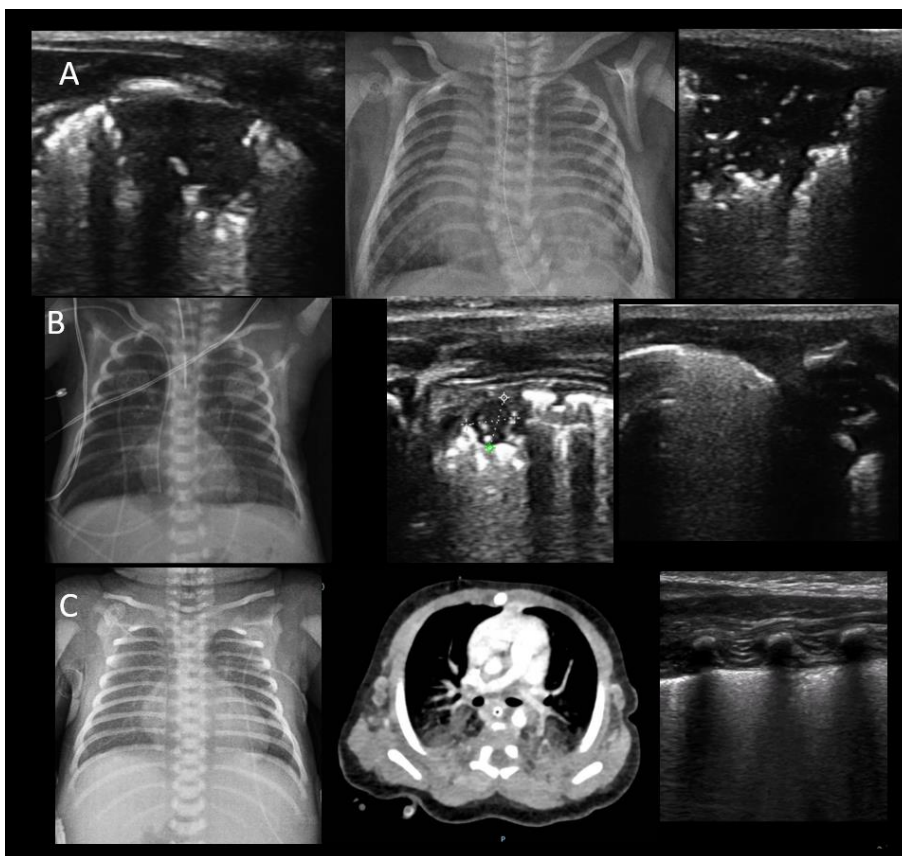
Espectro de neumonía neonatal por COVID-19. Se observaron consolidaciones de diferentes tamaños (A), alteraciones de la línea pleural y broncograma de colapso (B) y diversos grados de edema intersticial y alveolar (C). Archivo clínico HIMFG. Ibarra, 2020. Tomado de: Ibarra-Ríos D, Sánchez-Cruz A, Valadez-Reyes T, De Luca D. El A, B, C, D del ultrasonido pulmonar. En: Ibarra Ríos D, Sánchez Cruz A. Ultrasonografía Pulmonar Neonatal. Mancilla Ramírez J Ed. Programa de Actualización Continua en Neonatología-5/Libro 6, PAC®. Federación Nacional de Neonatología de México AC. Intersistemas S.A. de CV, 2021. ISBN 978-607-443-980-9.
